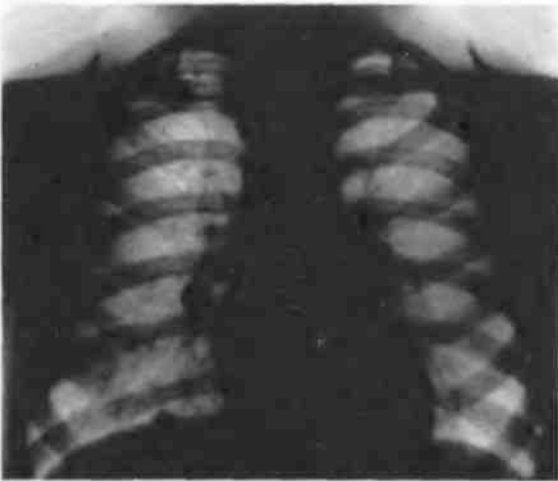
Рентгенограмма легких. Обызвествленный очаг в нижнем отделе правого легкого. Обызвествленные лимфатические узлы в корне правого легкого.
